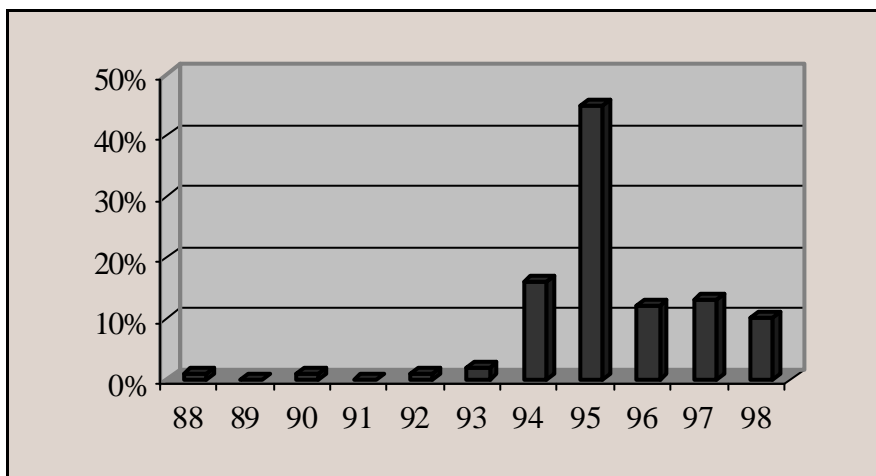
Häufigkeit der Anwendung des incrementalen CT von 1988 bis 1998 (n=130).
